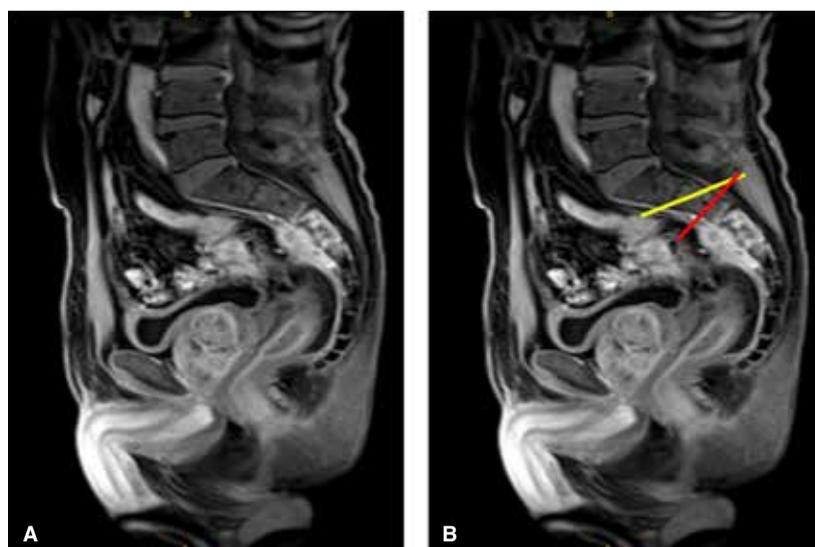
En A se observa un corte sagital de resonancia magnetica que muestra la invasión sacra a nivel de S3. La resección en bloque de la RLCR debe incluir el colon y el recto remanente junto al sacro conservando la vejiga, próstata y estructuras del piso pelviano que no se encuentran comprometidas por el tumor. En B se observa la dirección correcta de la osteotomía (línea amarilla) para obtener un margen de resección adecuado. La línea roja representa una línea de corte exactamente perpendicular a la vértebra, comprometiendo el margen de resección.
